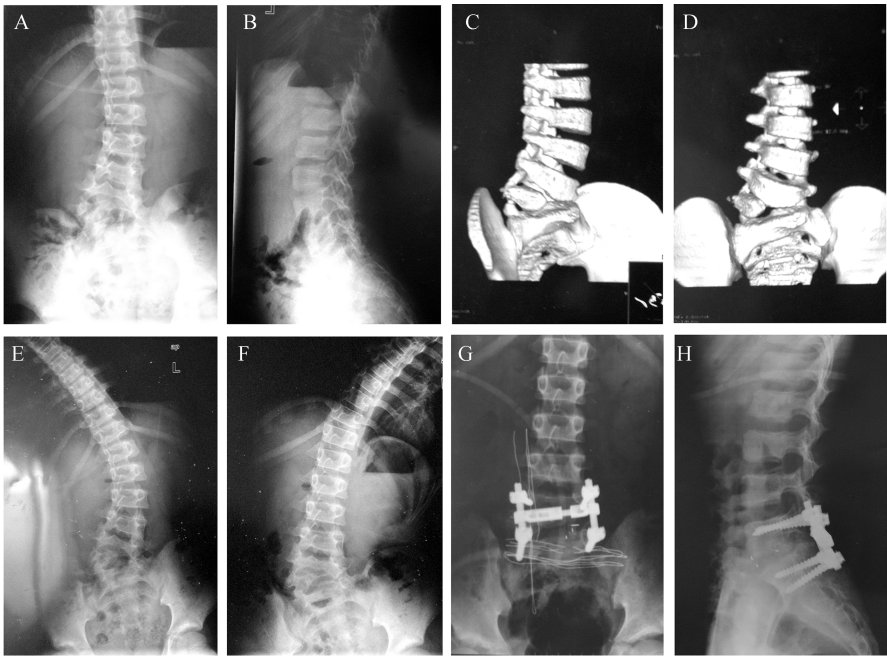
后路半椎体切除并 360°松解植骨融合内固定治疗先天性脊柱侧后凸畸形典型病例 尹某,男,12 岁,A、B、C、D:正侧位 X 光片及 CT 三维重建提示 L5 为完全分节半椎畸形,腰段轻度代偿弯;E、F:Bending 相 X 光片提示代偿弯柔韧性好;G、H:术后 X 光片提示侧凸畸形满意,碳素纤维 Cage 位置良好,代偿弯消失
